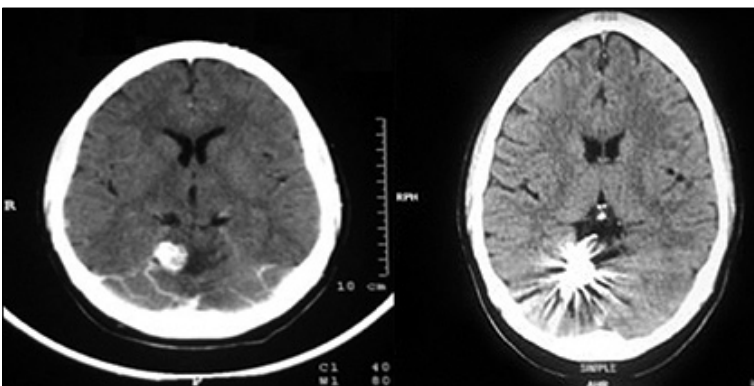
Se observa en la TAC de la izquierda una imagen sospechosa de hemangioblastoma, en la derecha se observa la embolización con Onyx.
